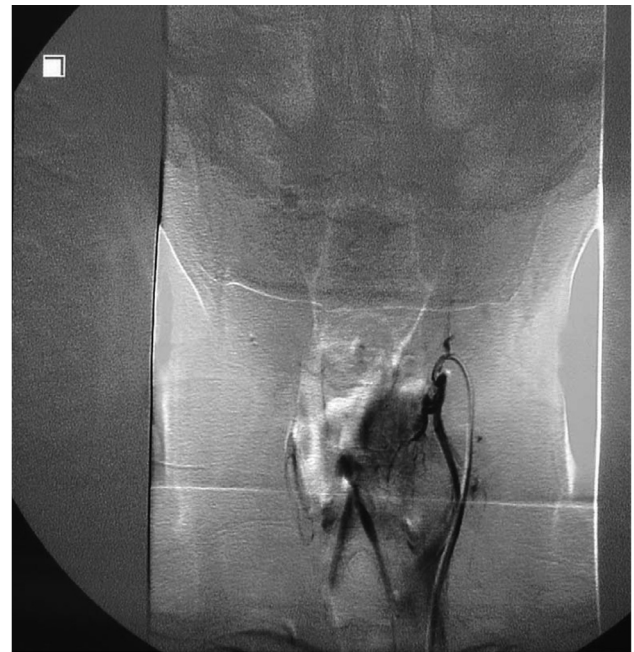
КТ-ангіографія. Множинні артеріо-венозні шунти.
